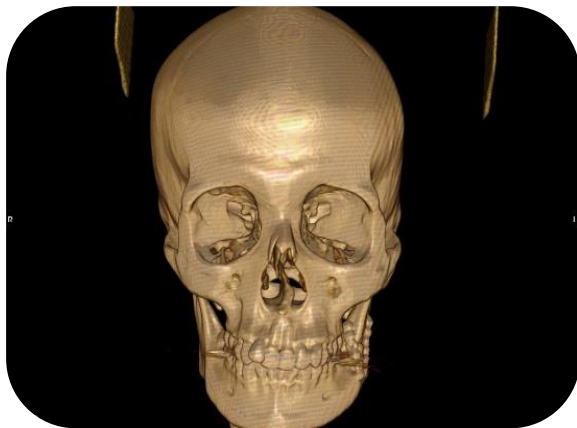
Tomografía Post- Quirurgica. Reconstrucción Tridimensional de Macizo Facial Vista Frontal. Fuente Propia.
